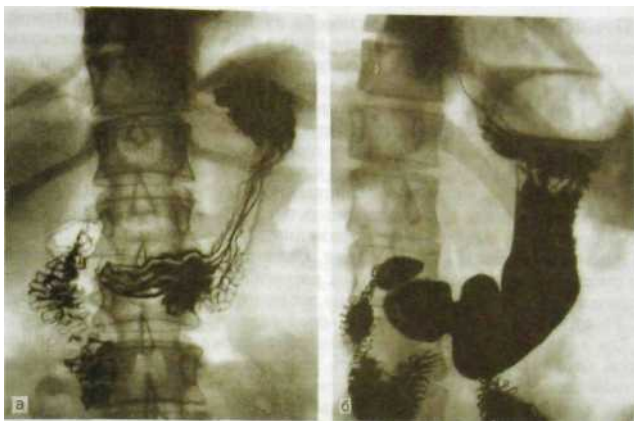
99. Рентгенограммы нормальных желудка и двенадцатиперстной кишки. а — при малом наполнении контрастной массой: видны складки слизистой оболочки желудка и кишки; б — при тугом наполнении.
